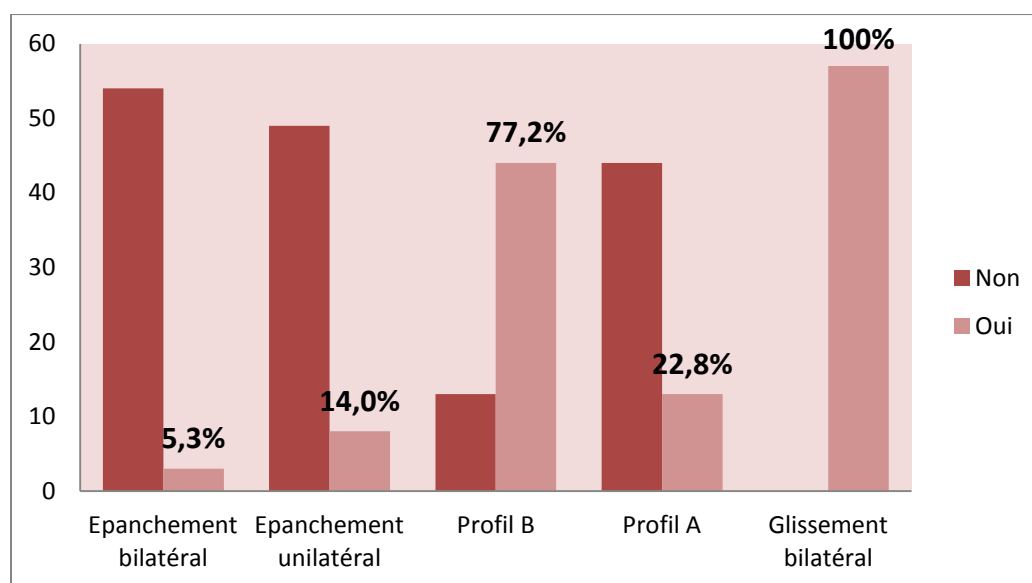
Répartition des anomalies retrouvées à l'échographie pleuro-pulmonaire
